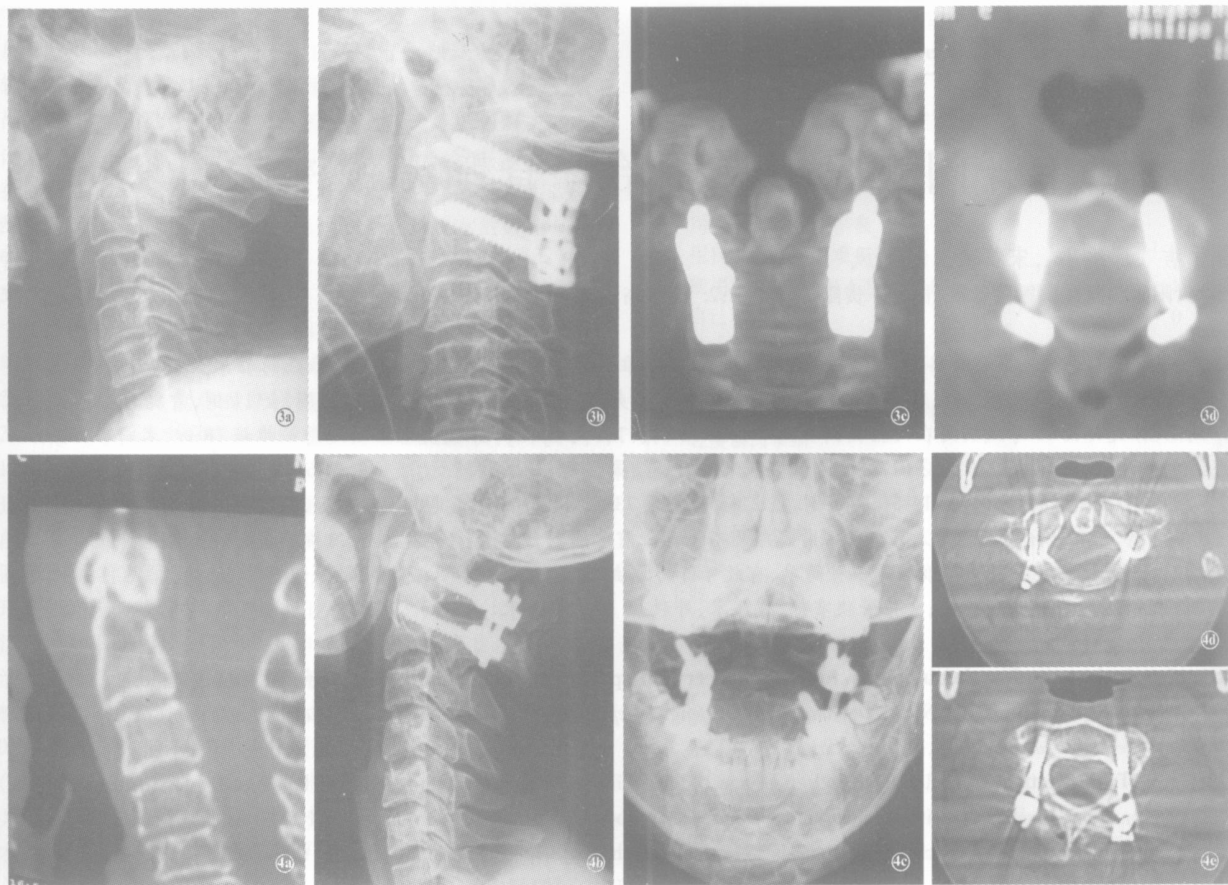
男性患者,42岁,陈旧性齿状突骨折 ③a X线示齿状突骨折伴寰枢椎脱位 ③b AXIS 钉板系统固定后 X 线侧位片 ③c ③d 三维 CT 重建显示螺钉在 C₁、C₂ 椎弓根内 图4 男性患者,37岁,新鲜齿状突骨折 ④a 齿状突骨折术前三维 CT 片 ④b ④c VERTEX 钉棒系统固定 X 线侧位及张口位片 ④d ④e CT 显示螺钉在 C₁、C₂ 椎弓根内
